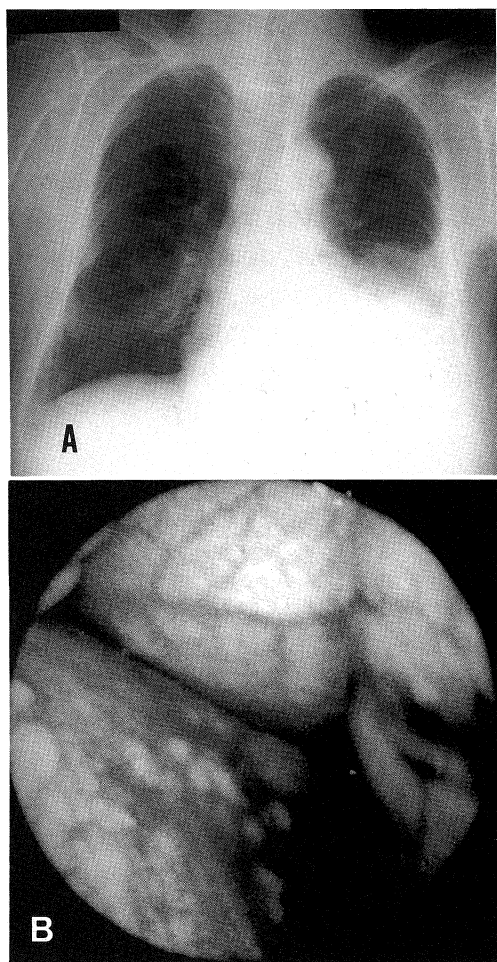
A chest X-ray shows left pleural effusion and a mass lesion in the right lower lung field (A). Thoracoscopic findings show multiple white nodules on the diaphragmatic pleura (B).
